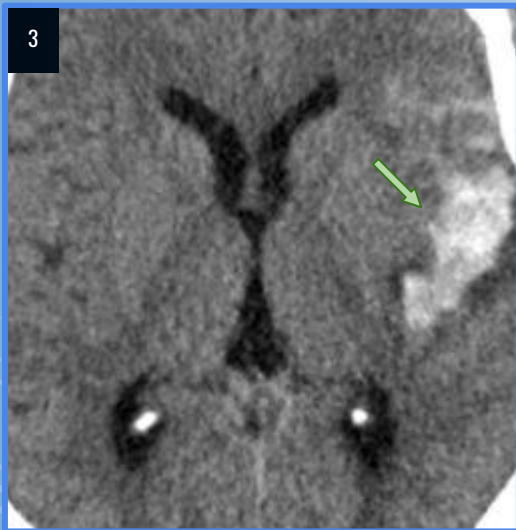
TC cráneo, lesión ovalada, espontáneamente hiperintensa en territorio de la ACM izquierda (flecha verde), asociado a imágenes lineales de similares características compatible con hemorragia subaracnoidea.
